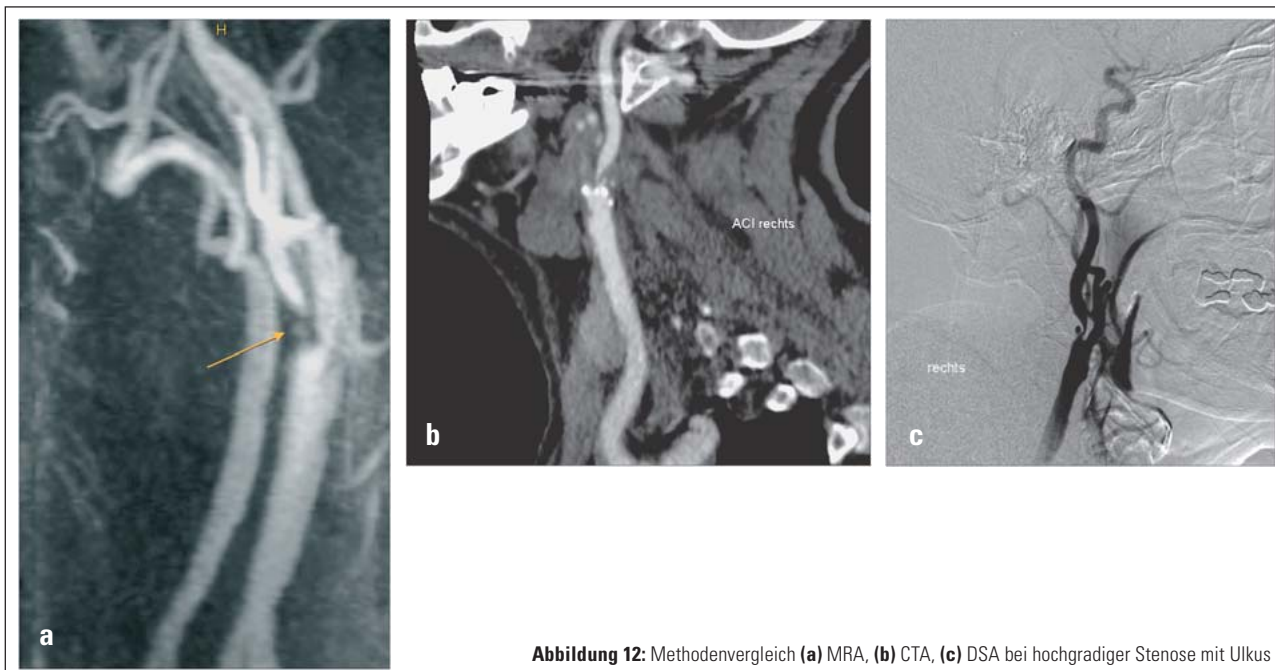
Methodenvergleich (a) MRA, (b) CTA, (c) DSA bei hochgradiger Stenose mit Ulkus
